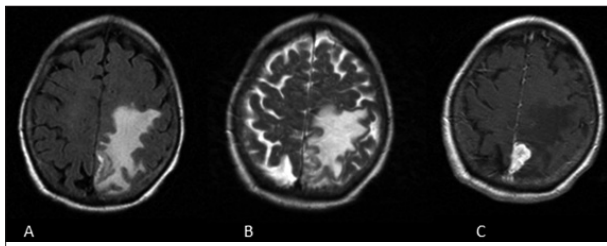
Brain MRI (A) axial FLAIR, (B) axial T2-weighted and (C) axial gadolinium-enhanced T1-weighted sequences showed lesion attached to falx with important swelling. The lesion suggested a meningioma.
